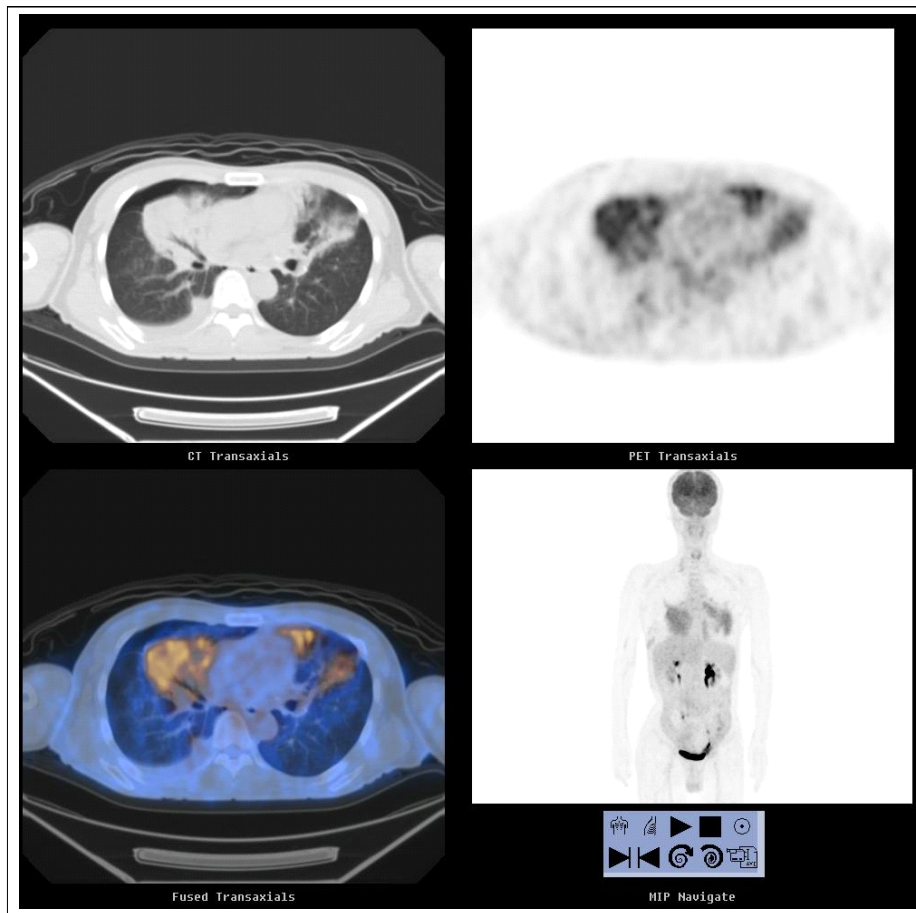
PET CT shows multiple FDG uptake in right middle lobe, left lingular division, both lower lobe, both hilar, right paratracheal and subcarinal lymph node.
